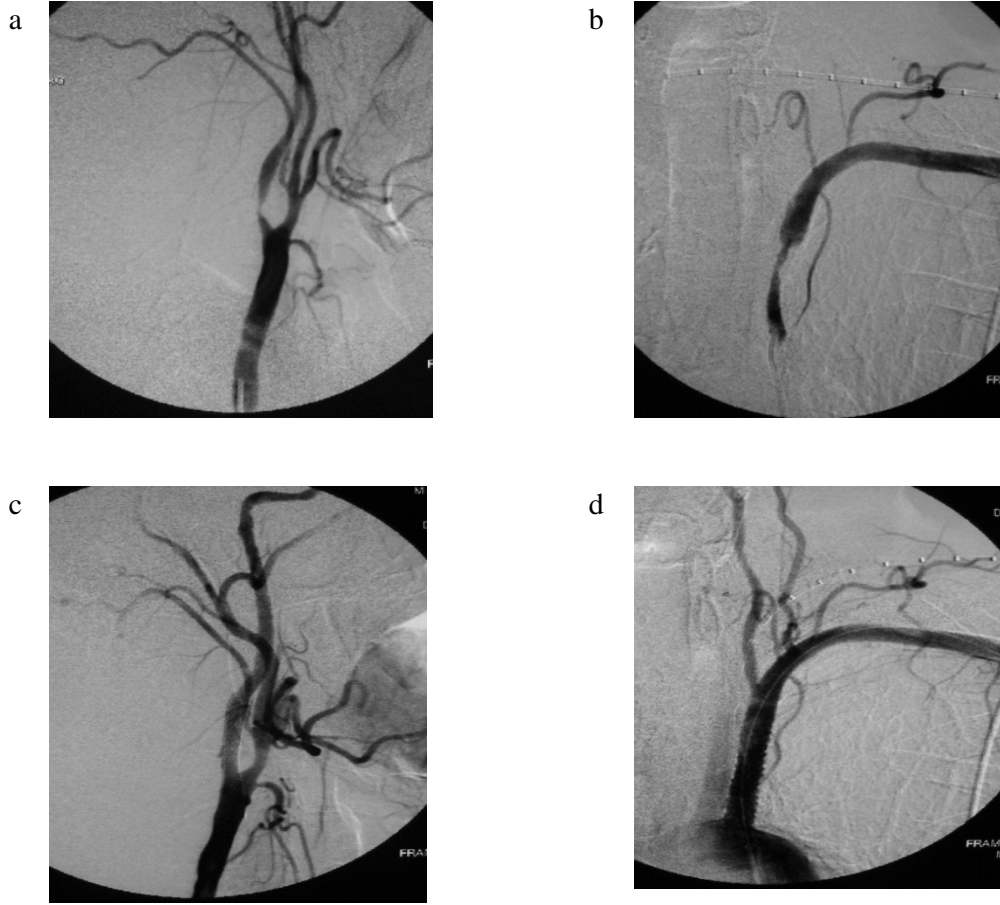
Olgu 12-13 Arkus (a), brakiosefalik (b) ve sağ karotid (c) arteriografide brakiosefalik, sağ internal karotid arter proksimalinde, sol subklavyan ve sol vertebral arterlerdeki stenozlar görülmektedir. Her dört lezyona da stent implantasyonu yapılarak stenozların giderildiği gözleniyor (d-e-f).
